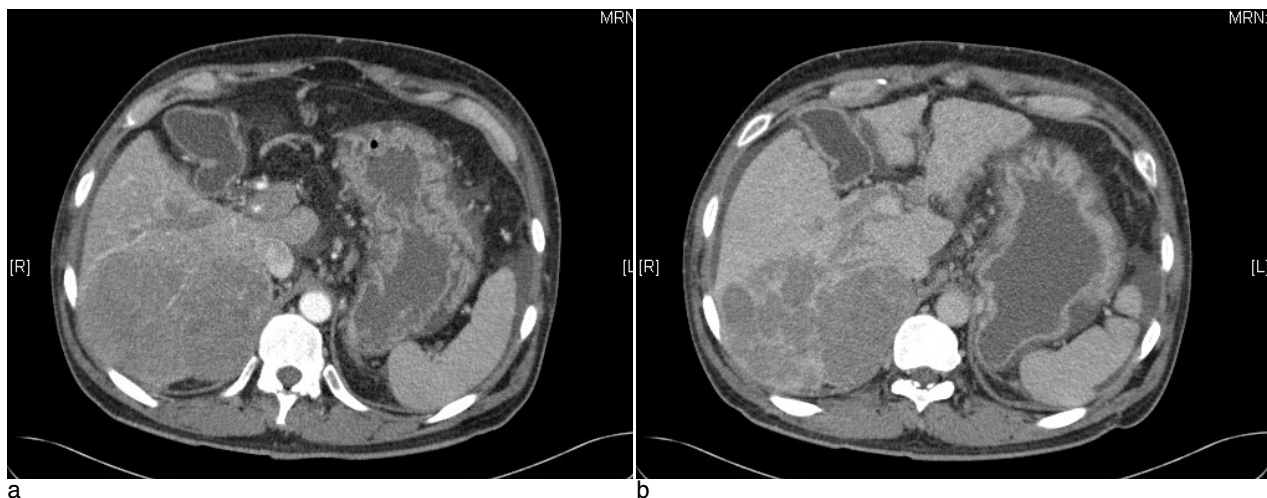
1 month after CCRT, arterial phase (a) and portal phase (b) Abdominal CT demonstrate that large infiltrative tumor involving right posterior aspect is larger than previous CT with widespread portal vein thrombosis.
